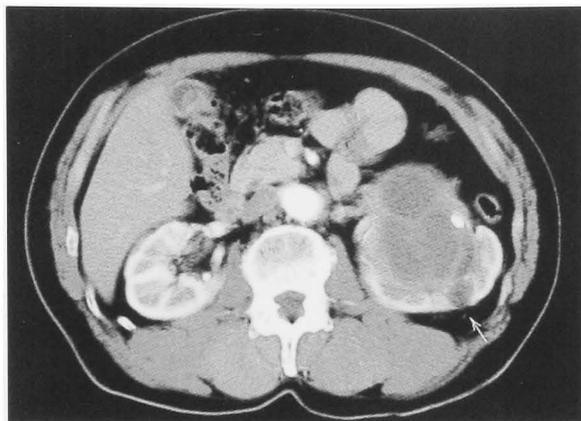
CT scan shows multilocular cystic lesion moderately enhanced at the left renal hilum. Parenchymal scar due to PNL (arrow) and a renal stone are seen.
